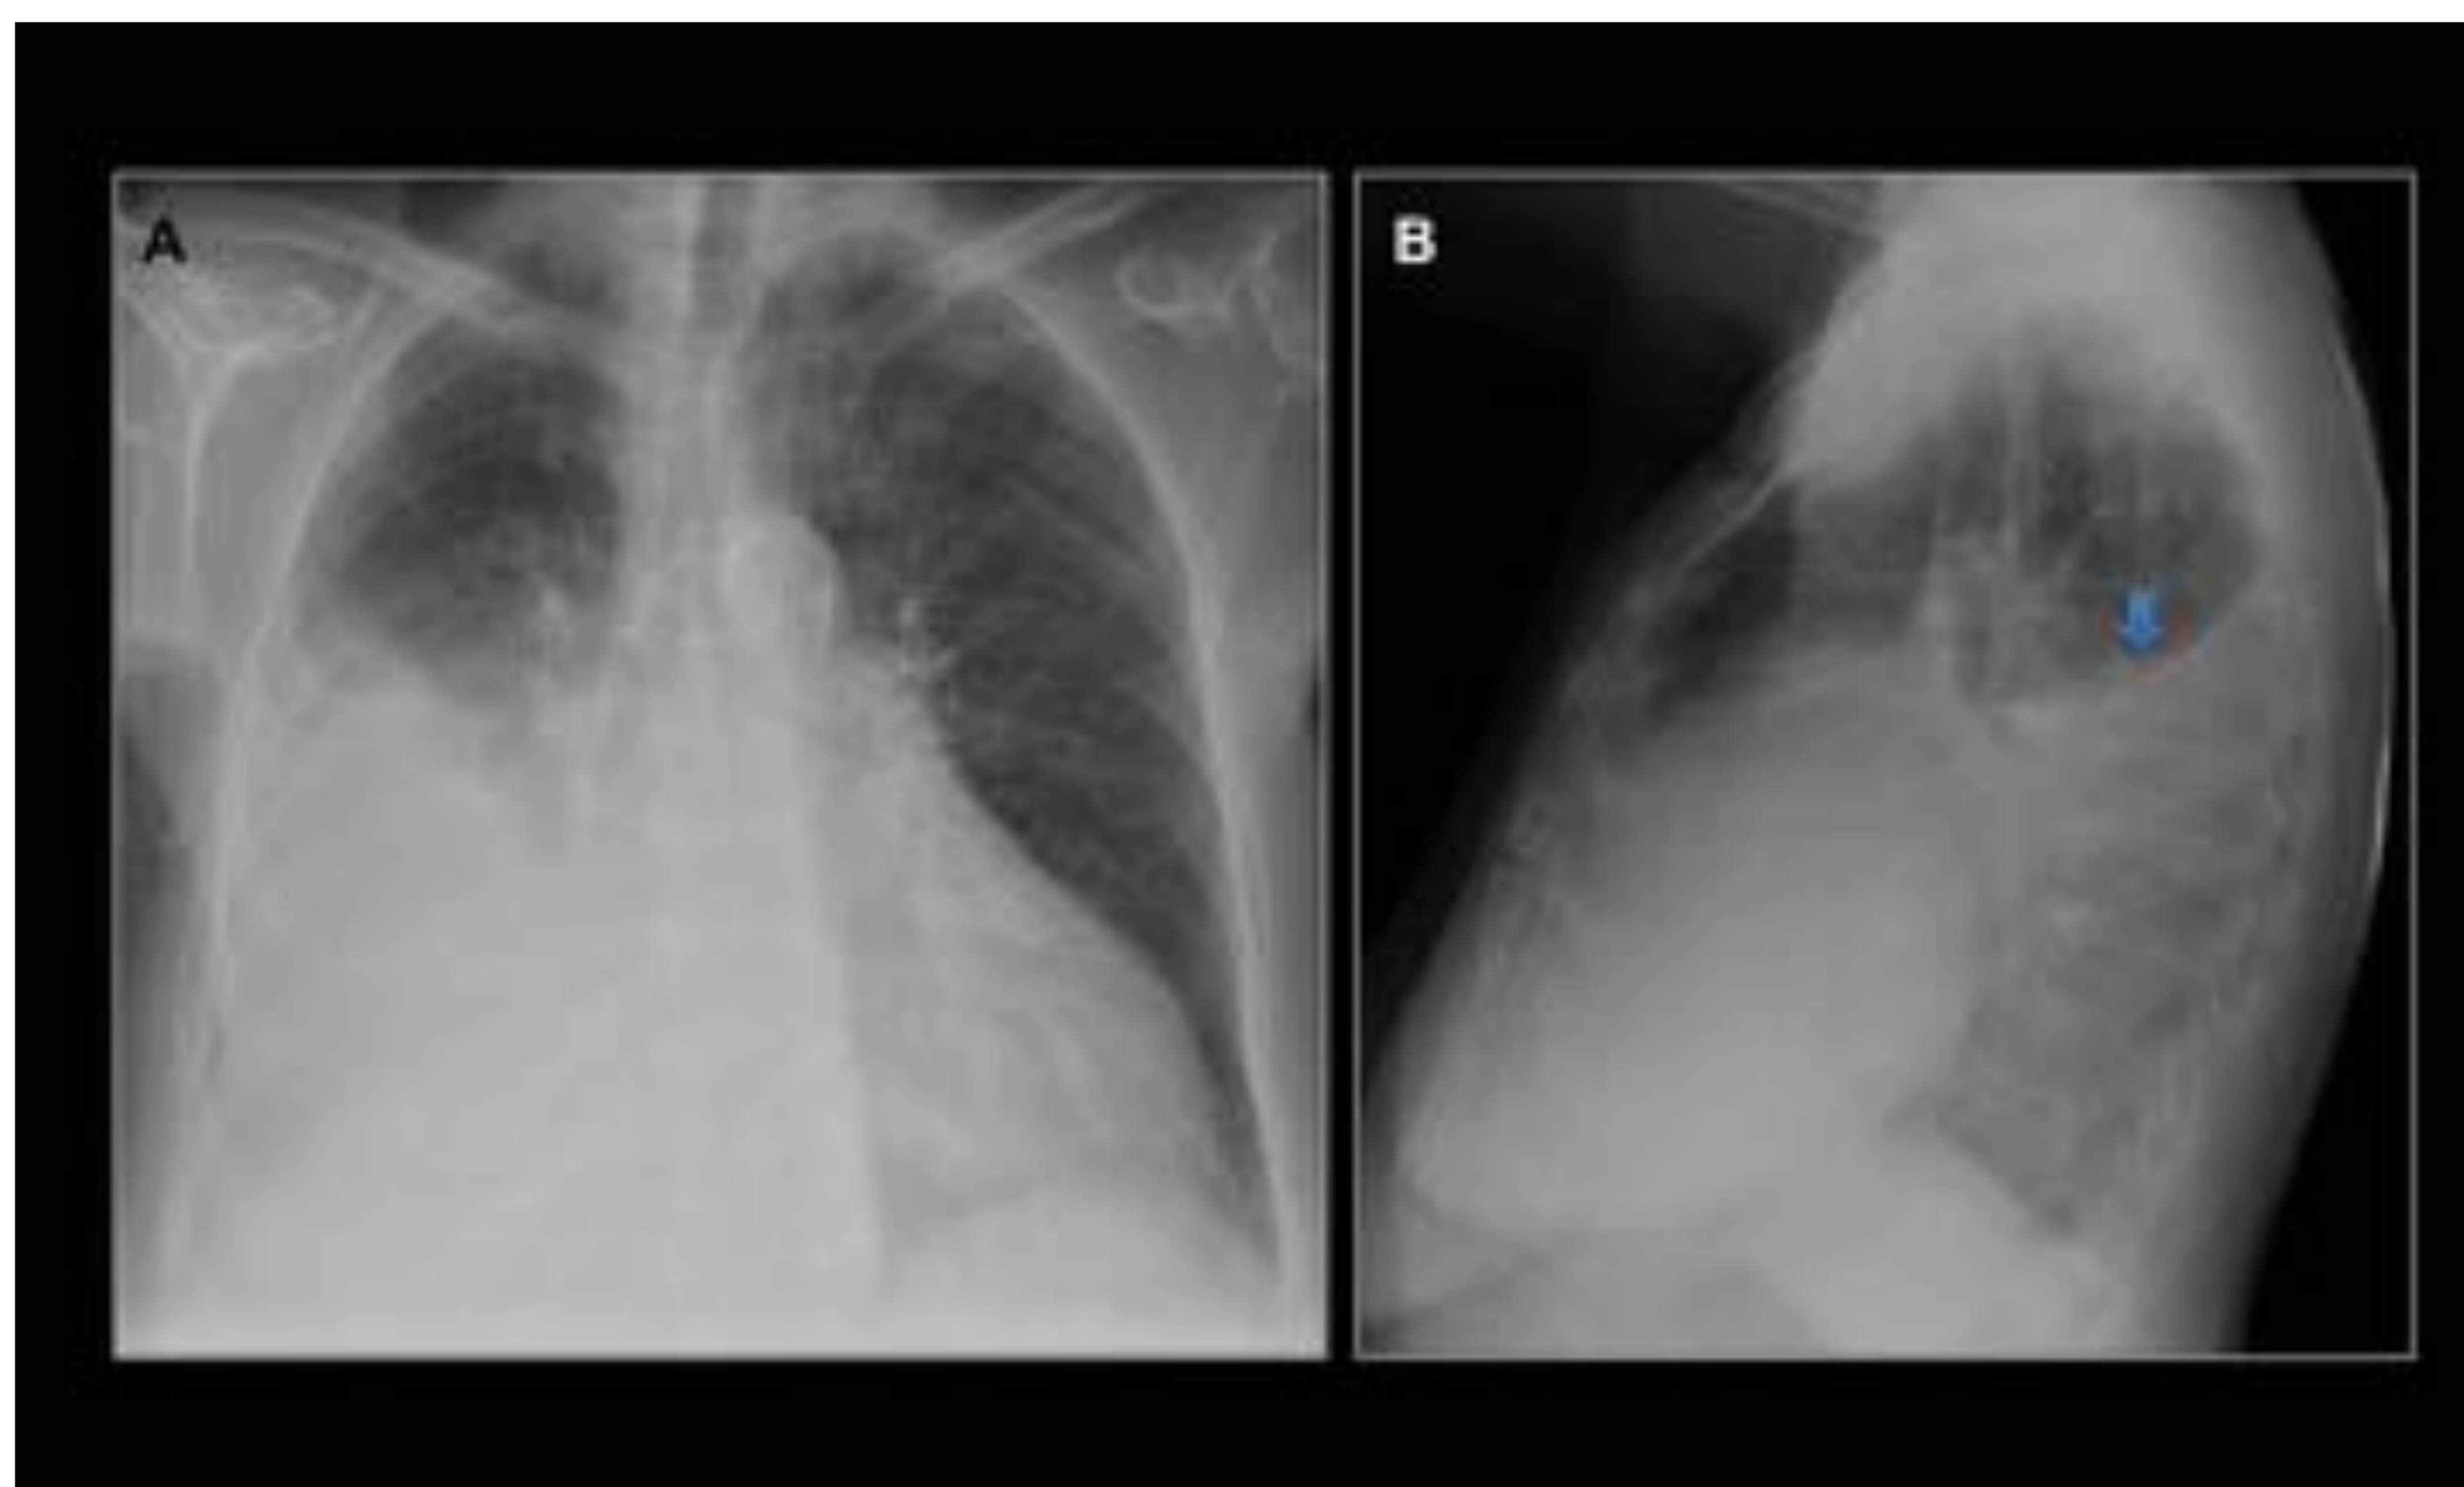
Derrame pleural. (A,B) Radiografía tórax 2P: importante derrame pleural derecho con acúmulo posterior. Límite superior cóncavo con forma de menisco (flecha azul). Hospital Universitario Central de Asturias
